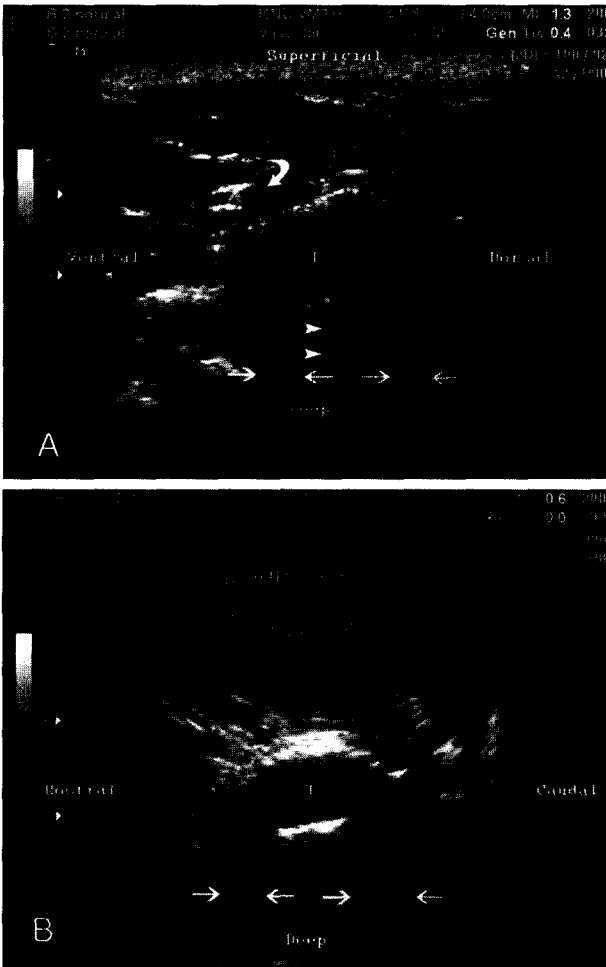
The ultrasonographic images of the fluid-filled tympanic bulla(A was scanned with an 11 MHz linear probe and B was scanned with a 6.5 MHz convex probe). The tympanic bulla(T) is appeared as a well-margined, hyperechoic and oval shape structure. The cavity of the bulla is filled anechoic fluid. The bilateral wall of the bulla produces a dirty acoustic shadowing(arrows in A and B) and the deep wall makes a 'reverberation'(arrow heads in A). The lingofacial vein is sectioned transversely(curved arrow).
